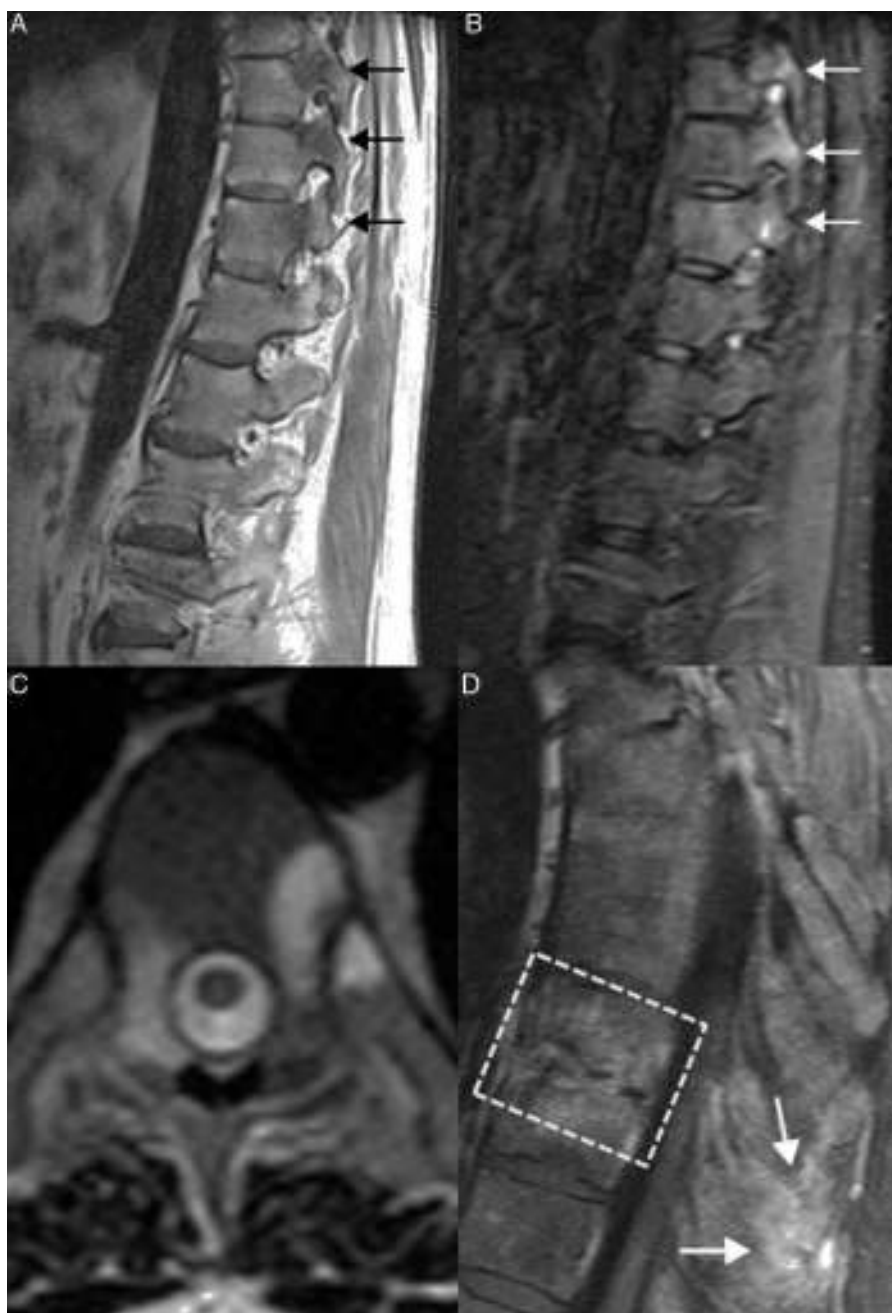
Lesiones inflamatorias activas. A y B) Cortes sagitales de RM en T1 y STIR que demuestran cambios de edema óseo en las apófisis articulares que corresponden a artritis de las articulaciones interapofisarias (flechas). En las esquinas anteriores vertebrales se detectan áreas de depósito de médula ósea grasa y algunos sindesmofitos. C) Corte axial de RM en T2 en el que se observan signos de artritis costovertebral bilateral, con cambios de edema óseo en las carillas articulares. D) Corte sagital de RM en secuencia T1 con supresión grasa tras administrar contraste intravenoso. Se observan signos de entesitis de los ligamentos interespinosos, en forma de captación de contraste (flechas), así como una lesión de Andersson (línea discontinua).
